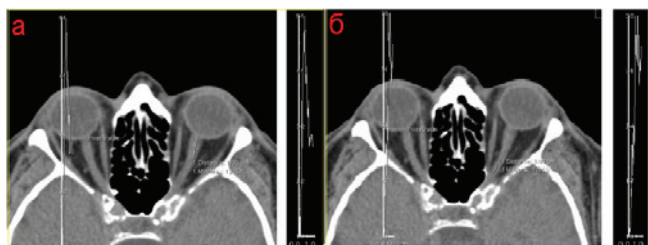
Компьютерная томограмма орбит (аксиальная проекция). Продольное сечение левого зрительного нерва: а — в переднем; б — в заднем отрезках, и его профиль плотности вдоль отмеченных отрезков.
